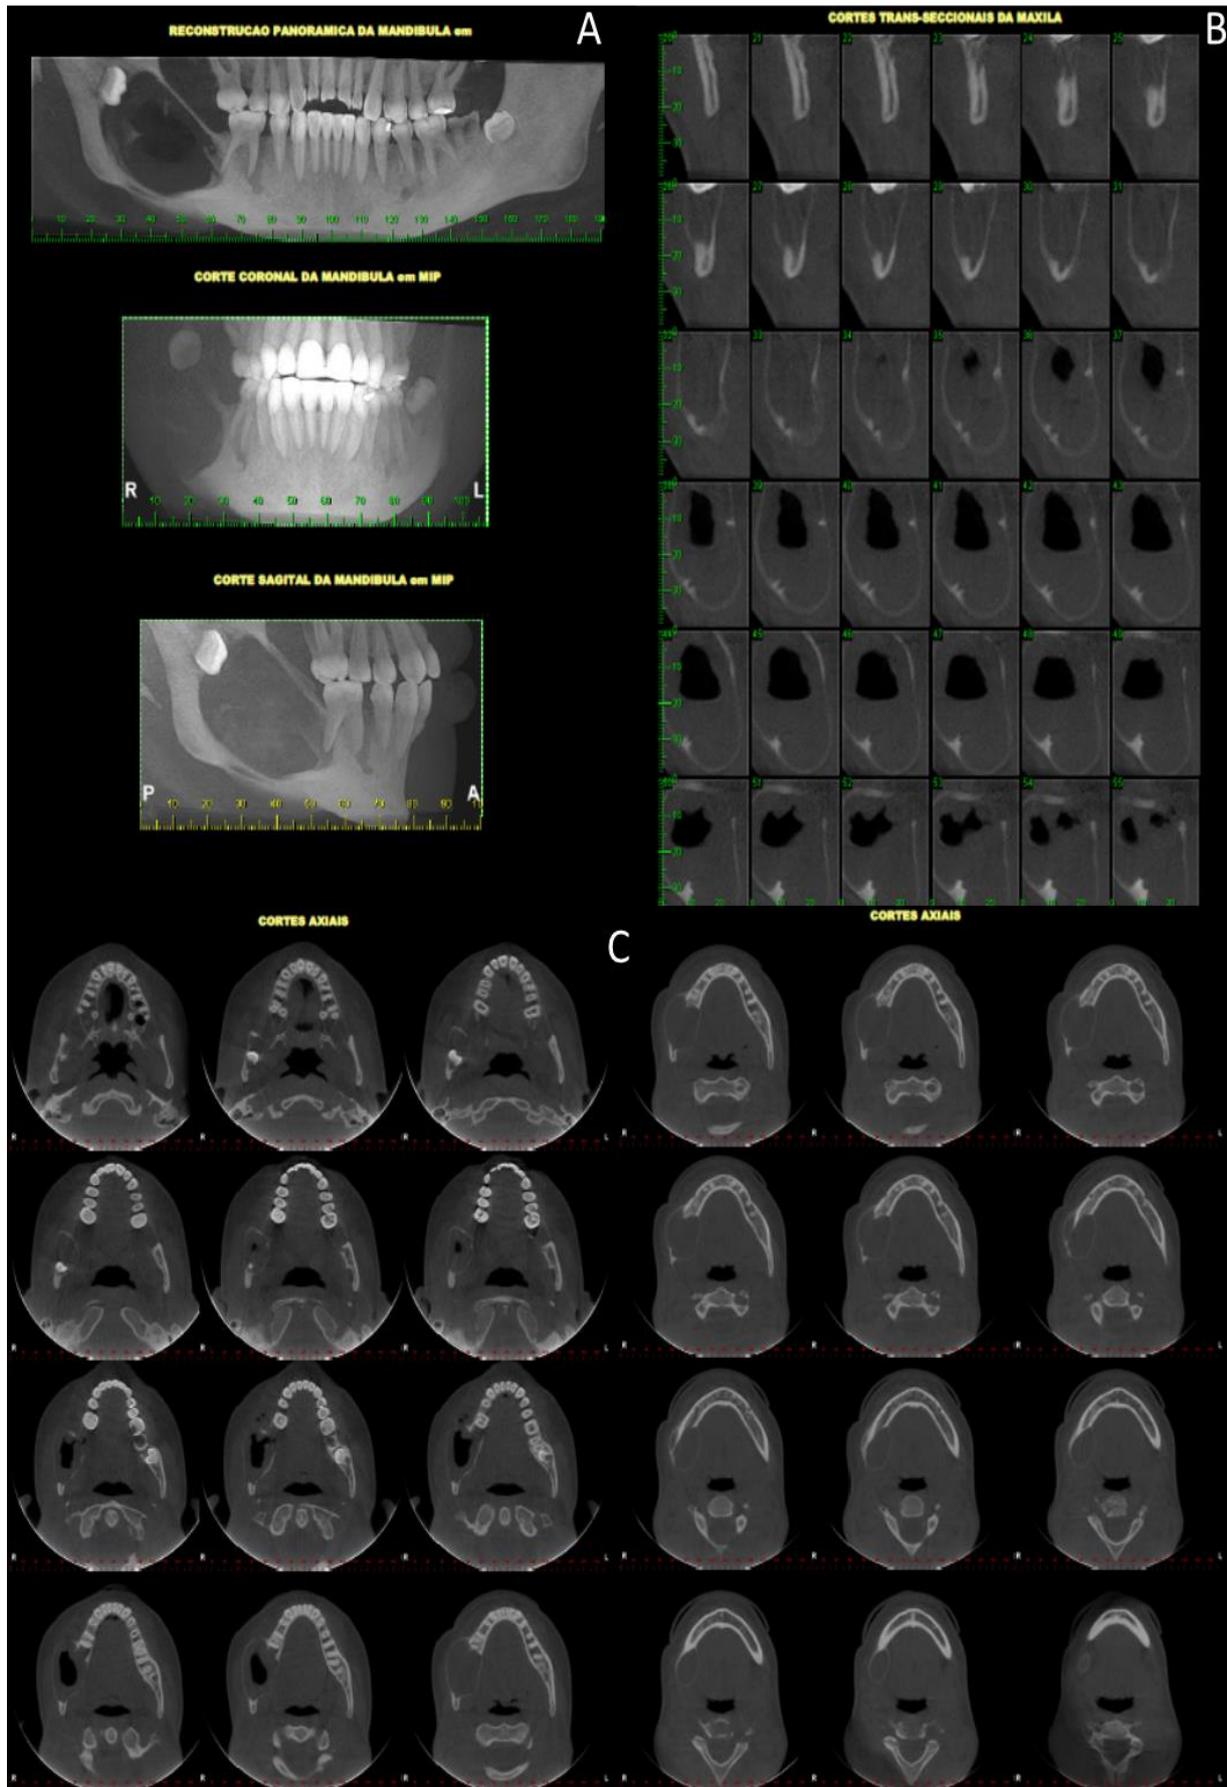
Tomografia Cone Bean.
